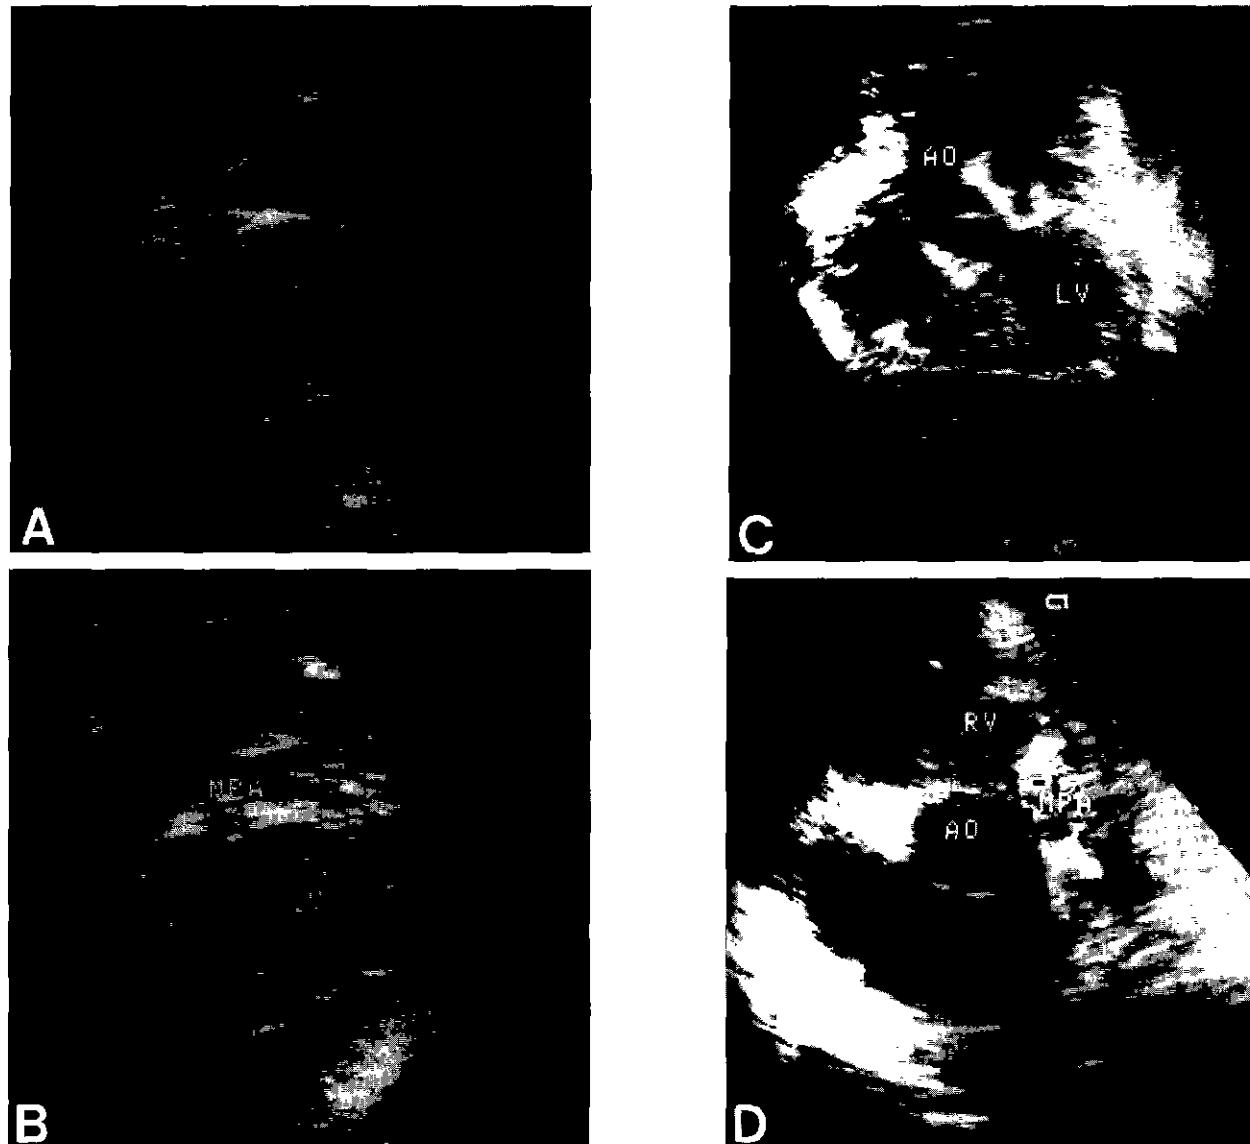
A & B, Pre-operative subcostal long-axis views show the great arteries arising from the left ventricle (LV) with overriding of the aorta (AO) and severe pulmonary stenosis demonstrated by color Doppler. C, Post-operative subcostal long-axis view shows a good connection from the left ventricle (LV) to the aorta (AO) without stenosis. D, Reconstructed normal continuity between the right ventricle (RV) and the main pulmonary artery (MPA) without stenosis is demonstrated on the post-operative parasternal short-axis view.
